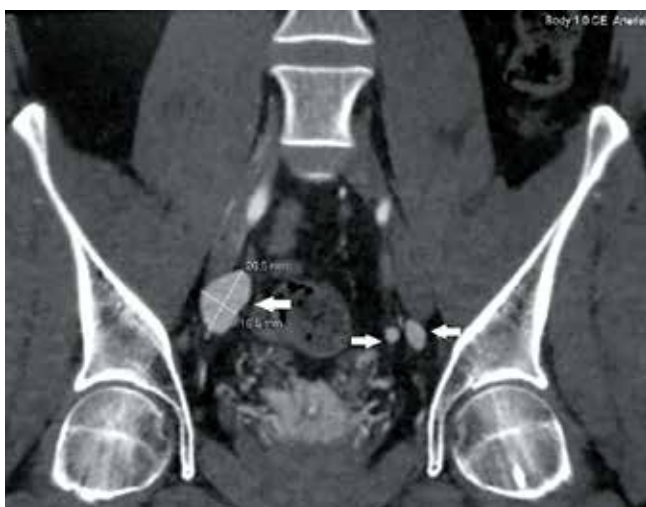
Пациент К.: рентгеновская компьютерная томография органов малого таза с внутривенным усилением, фронтальная плоскость. Стрелками указаны увеличенные подвздошные лимфатические узлы, интенсивно накапливающие контрастный препарат
